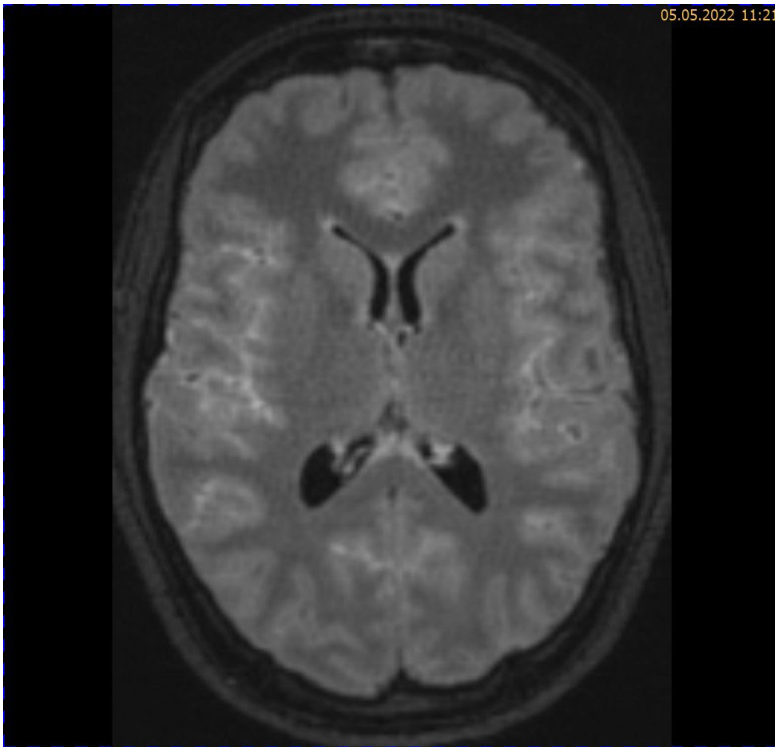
T2/FLAIR nach Kontrastmittelgabe
